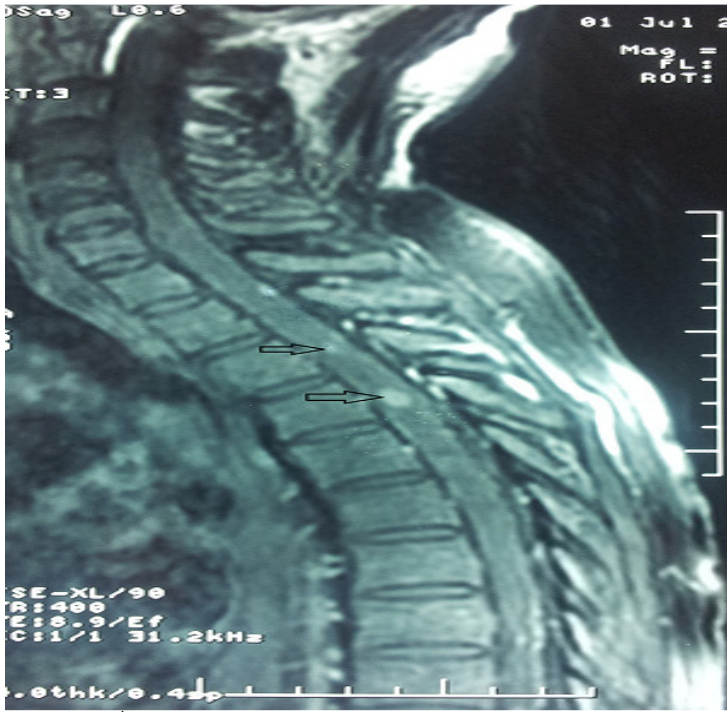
1^{ère} IRM médullaire, multiples anomalies du signal intramédullaire
